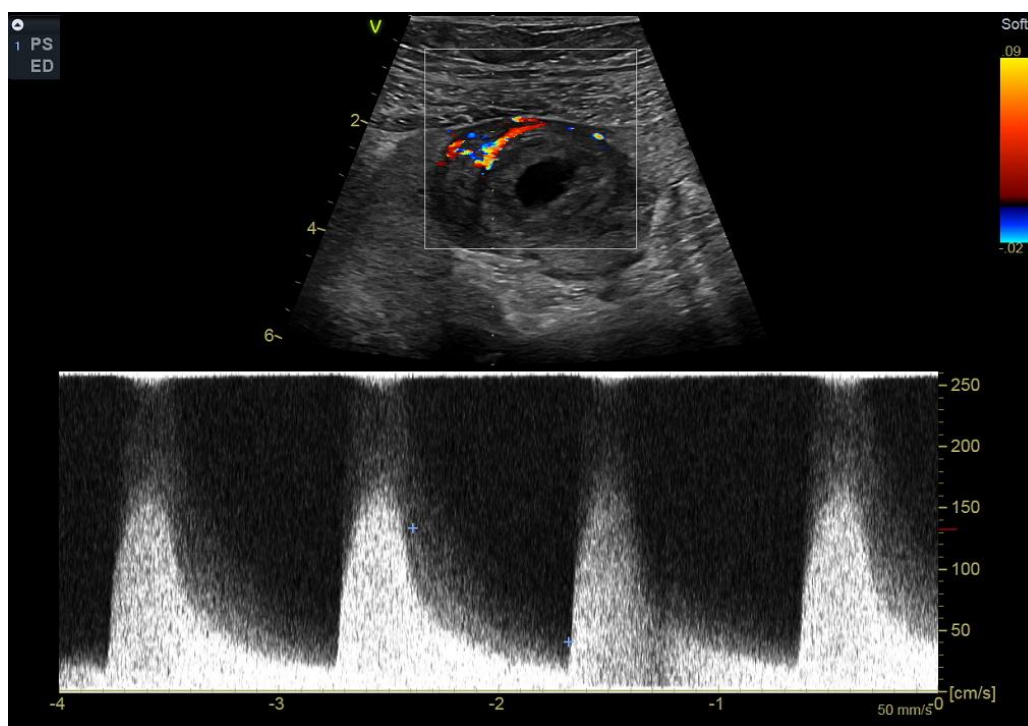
УЗИ почечного трансплантата в режиме цветового доплеровского картирования, отмечается повышенная васкуляризация опухоли в трансплантате с высоким индексом резистентности
